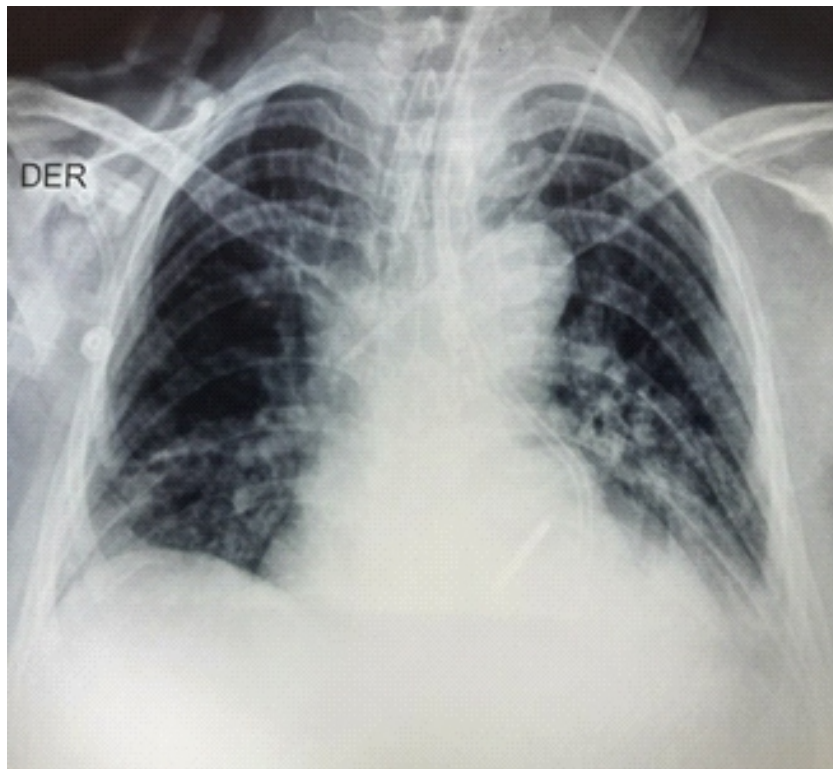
Radiografía de tórax previa a la extubación. Se observa disminución del infiltrado pulmonar
